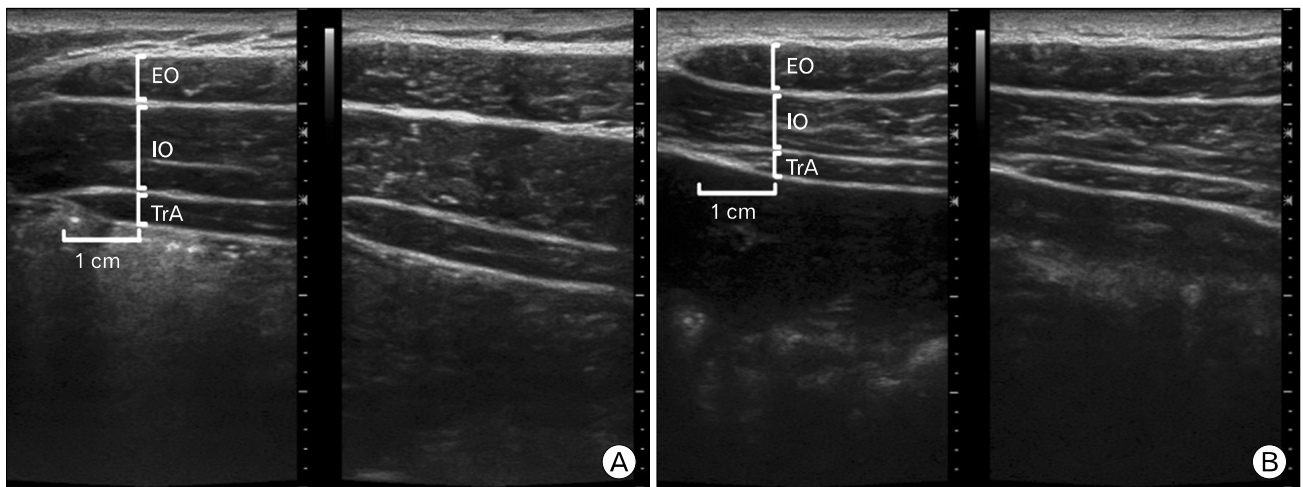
Ultrasound imaging of the lateral abdominal wall muscles taken during the resting state. (A) Fencing group, (B) control group. EO: external oblique, IO: internal oblique, TrA: transversus abdominis.
